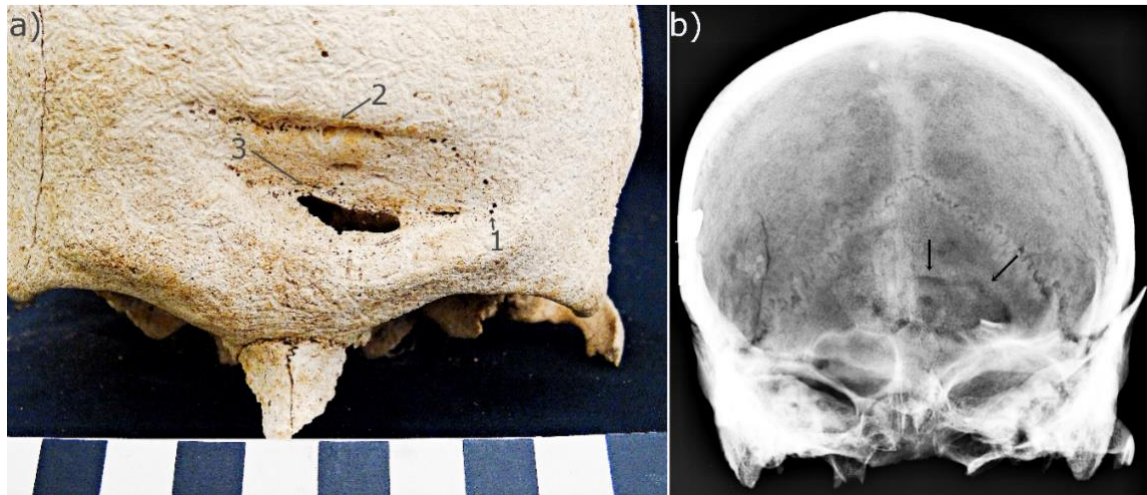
a) Traumatismo con depresión en el hueso frontal del individuo. Se observan reacción perióstica y porosidad (1), discontinuidad entre la depresión y el resto del cráneo (2) y bordes suaves y regulares en la apertura (3). b) Radiografía donde se señala la zona afectada y la menor densidad ósea sintomática de la soldadura del hueso.
